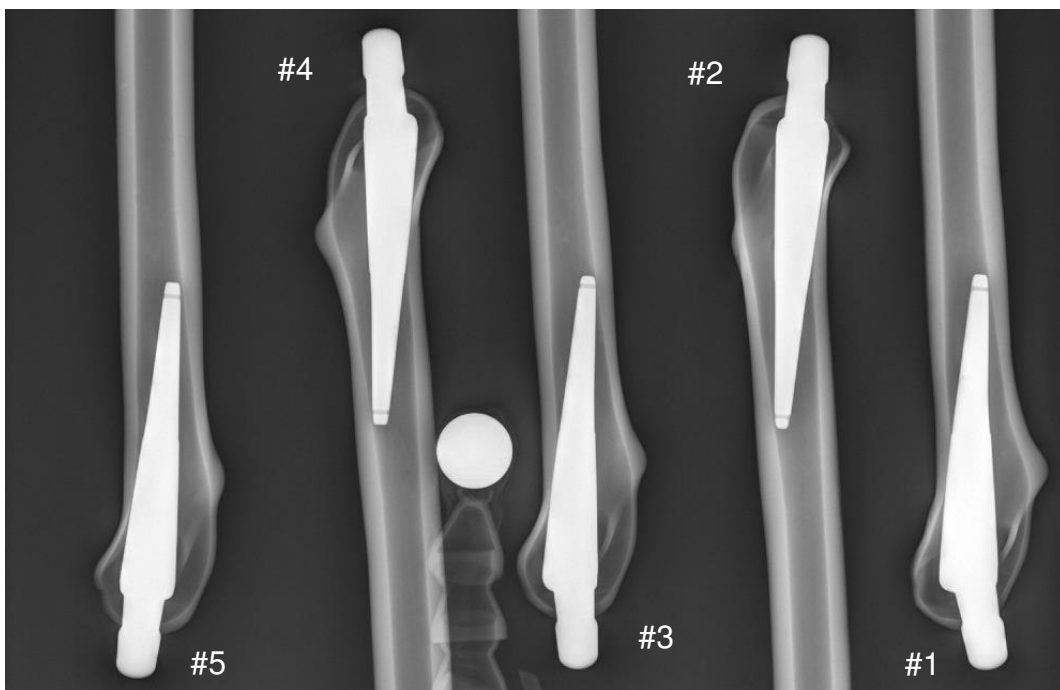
Röntgenbild des AIDA-Kurzschaftsystems in ML-Ansicht bei valgischer Schaftstellung.
